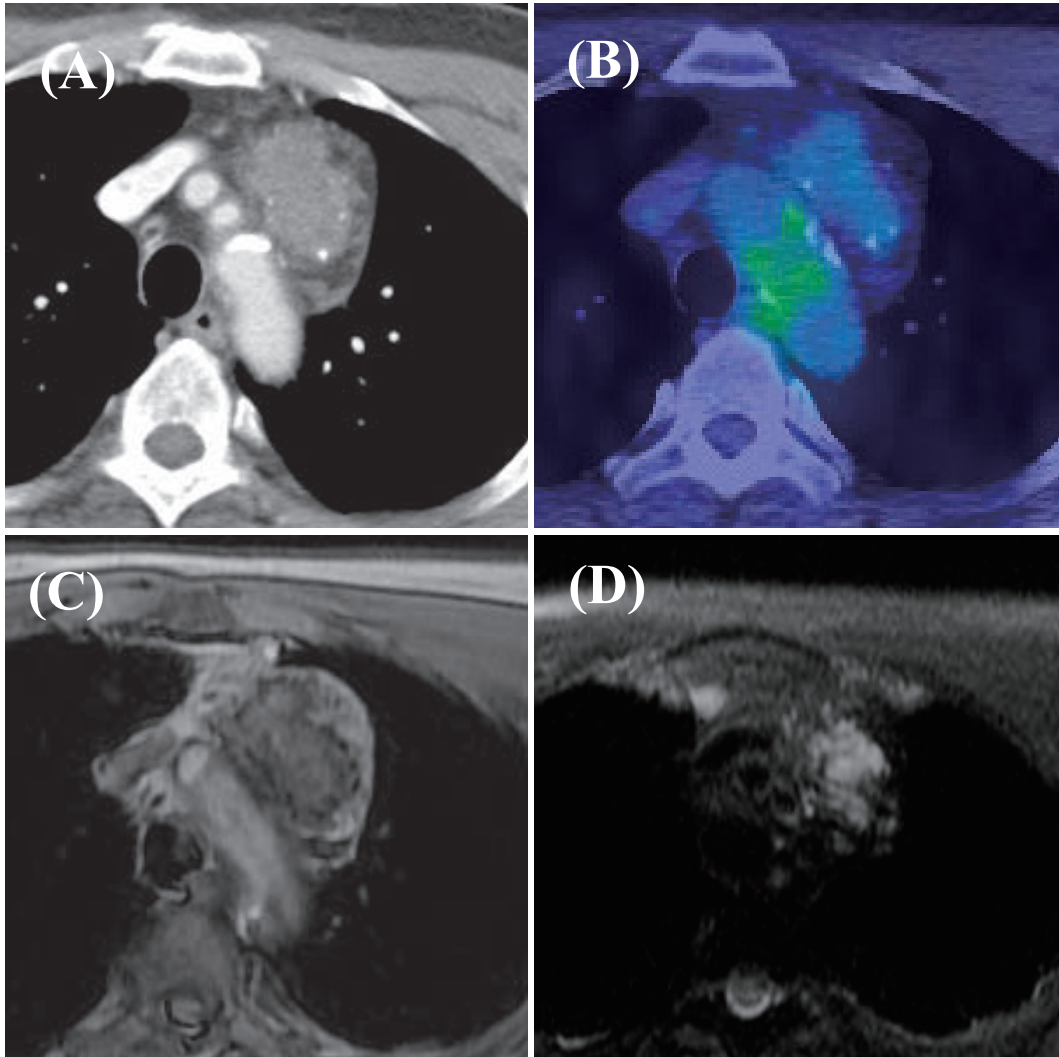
Chest CT shows a heterogeneous enhanced tumor in the upper mediastinum (A). PET-CT shows a mild accumulation in the mediastinal tumor (B). Enhanced chest MRI shows low signal intensity on T1WI (C) and low to mild high signal intensity on T2WI (D). Enhancement on MRI is heterogeneous.
